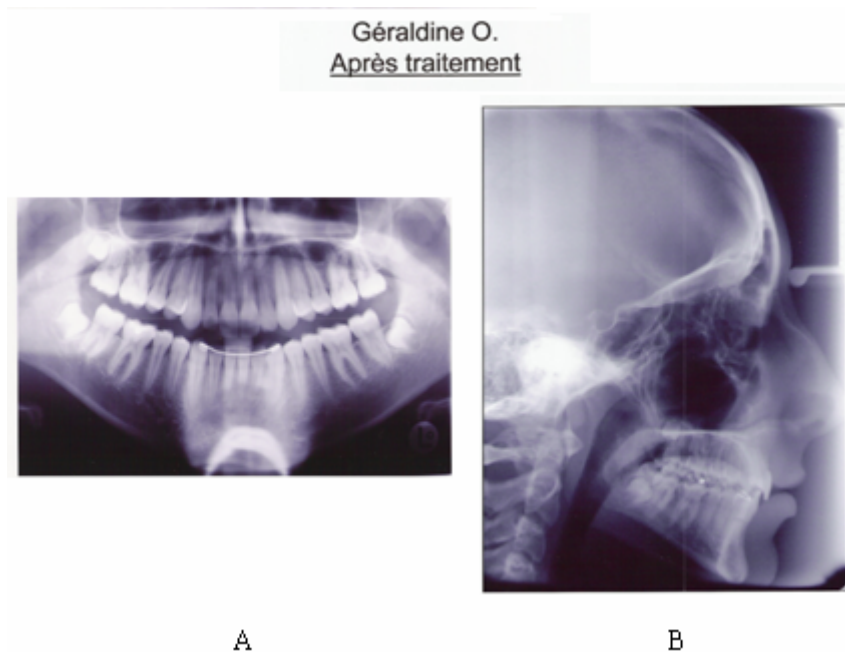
A, radiographie panoramique après le traitement, B, téléradiographie de profil après le traitement
